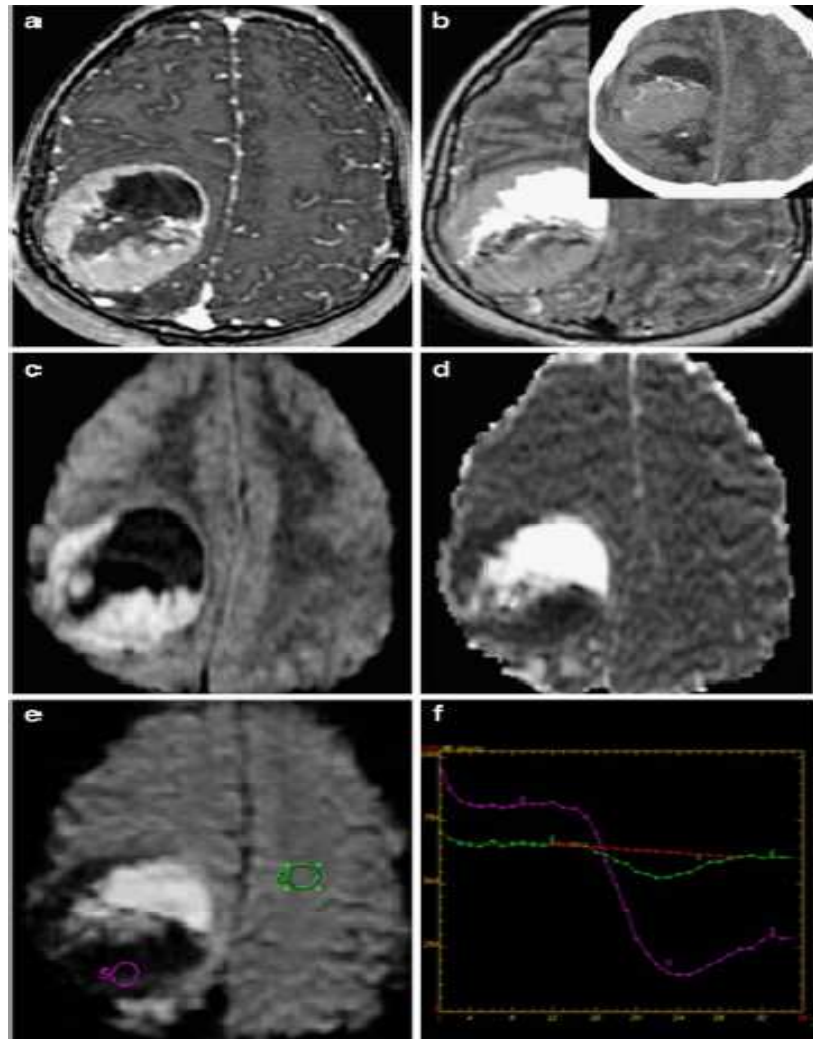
Aspect IRM d'un épendymome supratentorielle
